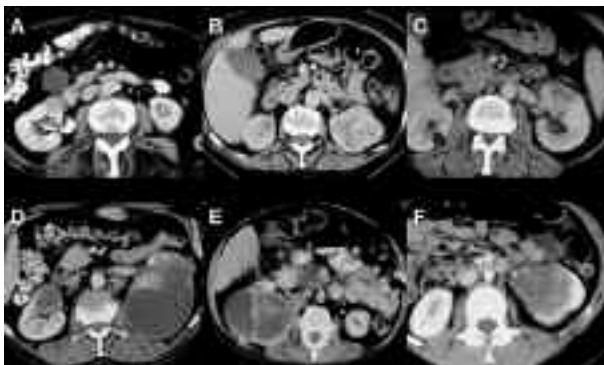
TC axial con contraste intravenoso de diferentes ejemplos de masas renales. (A) Adenocarcinoma de células claras. Masa bien definida con captación de contraste inferior al parénquima renal. (B) Adenocarcinoma de células claras. Tumoración en polo superior de riñón izquierdo heterogénea. (C) Oncocitoma. Lesión hipodensa en polo superior del riñón izquierdo. (D) Metástasis de carcinoma epidermoide. Masas necróticas renales bilaterales. (E) Tumor carcinoide. Tumoración heterogénea hipodensa en riñón derecho. (F) Tumor de Wilms. Tumoración en riñón izquierdo con invasión del seno renal.
